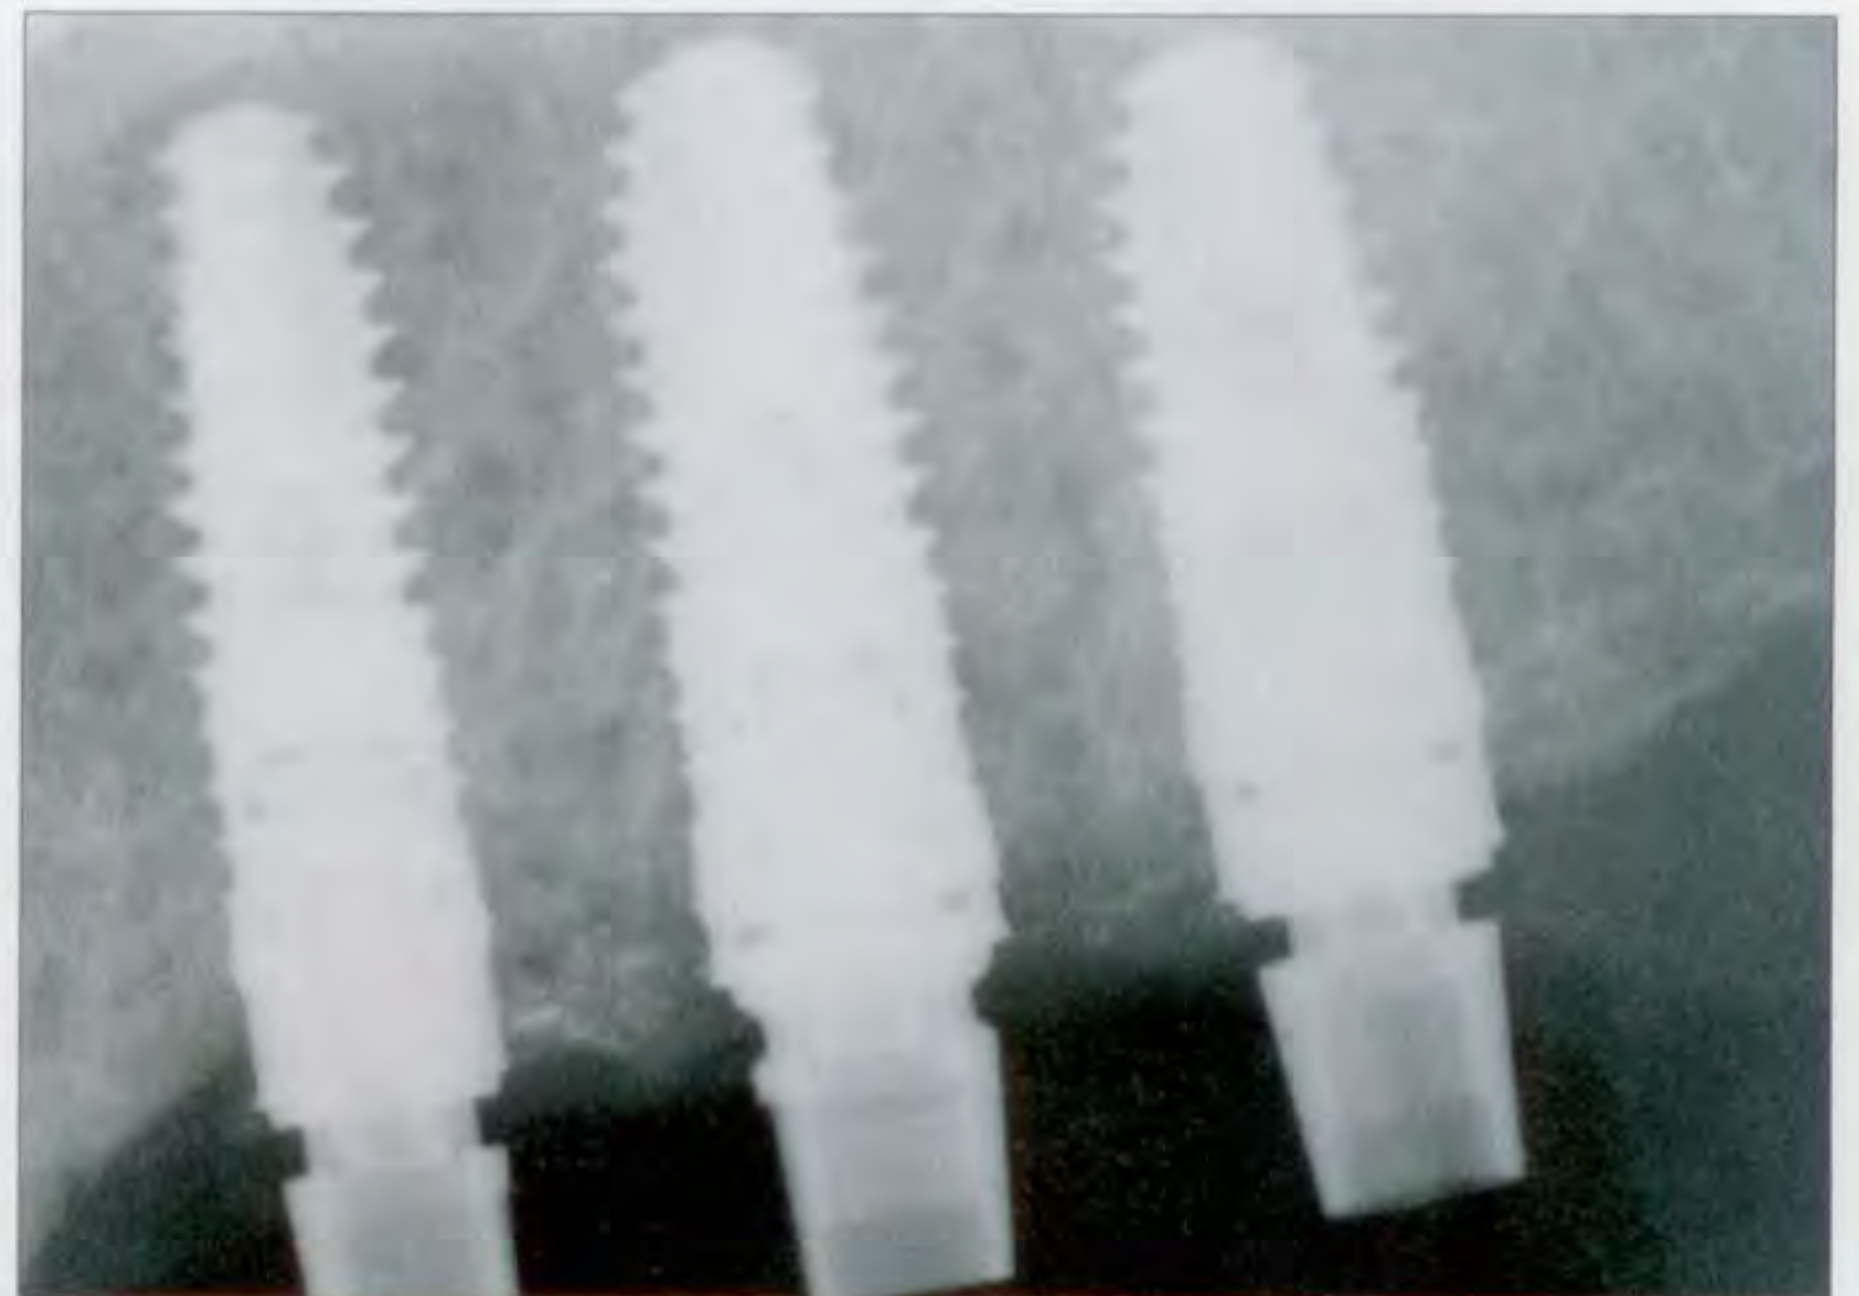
Die abschließende Kontrolle erfolgte mit einem Röntgenbild.
